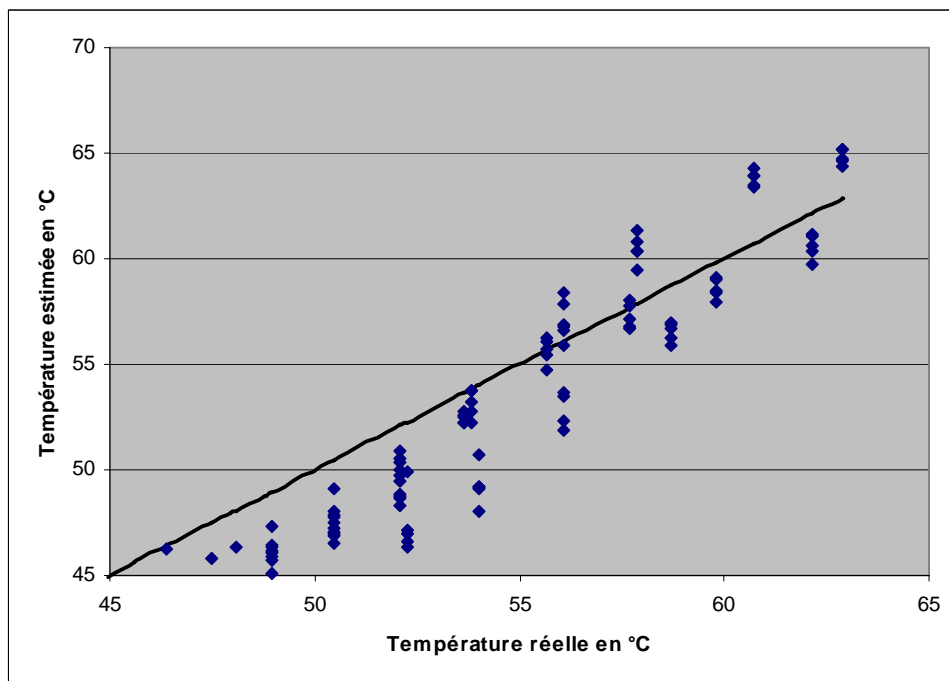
8 : Droite de Henry confrontant les valeurs attendues (température affichée par la thermistance en °C) et les valeurs obtenues (Température estimée par les images IRM en °C).
